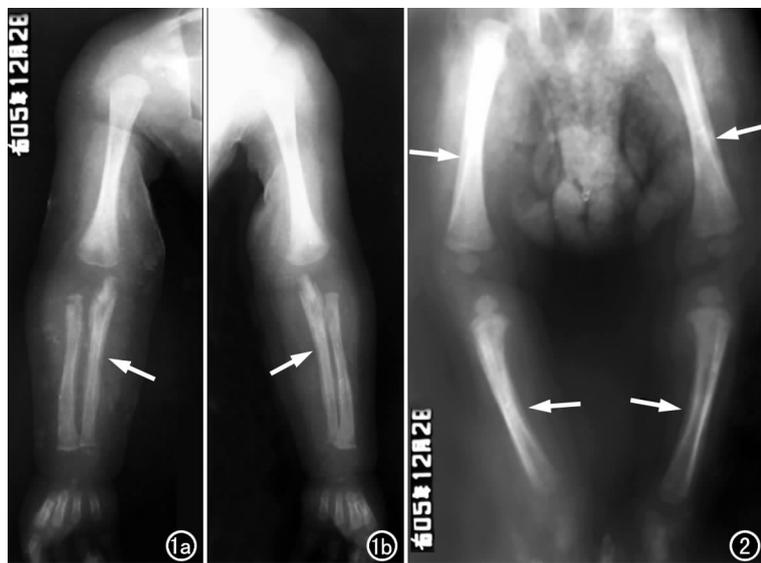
双上肢X线片示不同程度骨膜反应,干骺端骨质稀疏,双侧尺桡骨近端骨质碎裂(箭),骨干呈骨髓炎改变。a)右上肢;b)左上肢。
